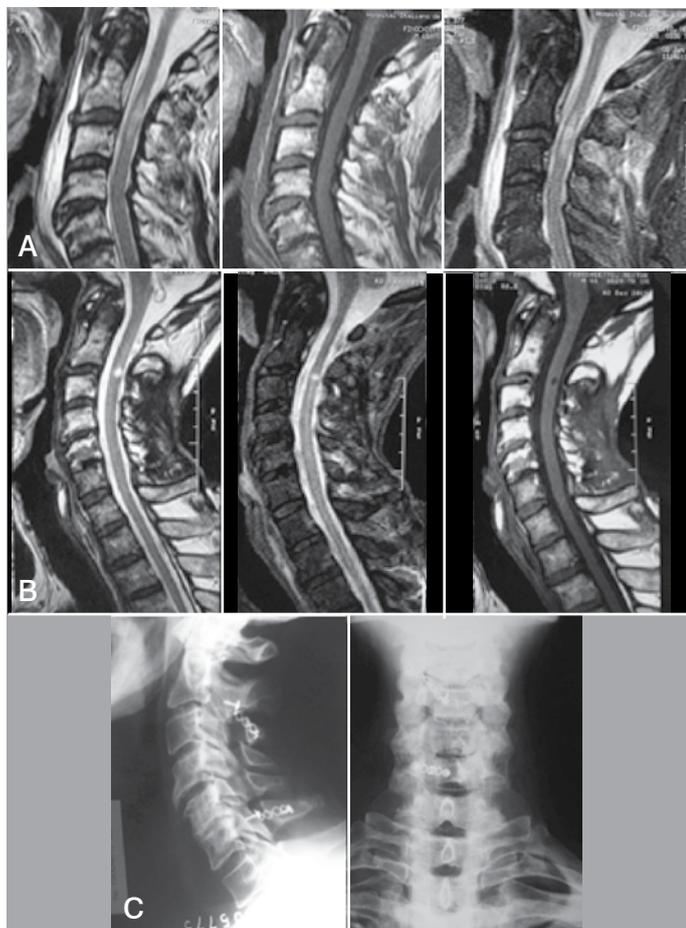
Paciente de 65 años de edad con caída de altura. (A) Cortes sagitales de Resonancia inicial en T2, T1 y Stir, que muestra hematoma intramedular C2-C3 con canal cervical estrecho. (B) mismos cortes luego de tratamiento quirúrgico. (C) Control de radiografía que la apertura del canal y material de osteosíntesis.
